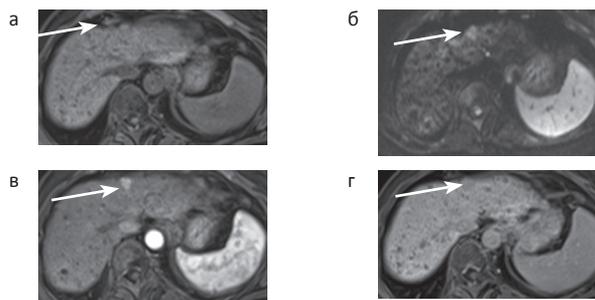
Аксиальные МР-томограммы пациента С. 59 лет. ГЦР на фоне цирроза. Узловой тип. а – умеренная гипоинтенсивность опухоли в нативную фазу на T1 ВИ; б – гиперинтенсивность опухоли на ДВ-МРТ; в – диффузное гетерогенное контрастирование опухоли в артериальную фазу; г – гипоинтенсивность опухоли в гепатоспецифическую фазу
